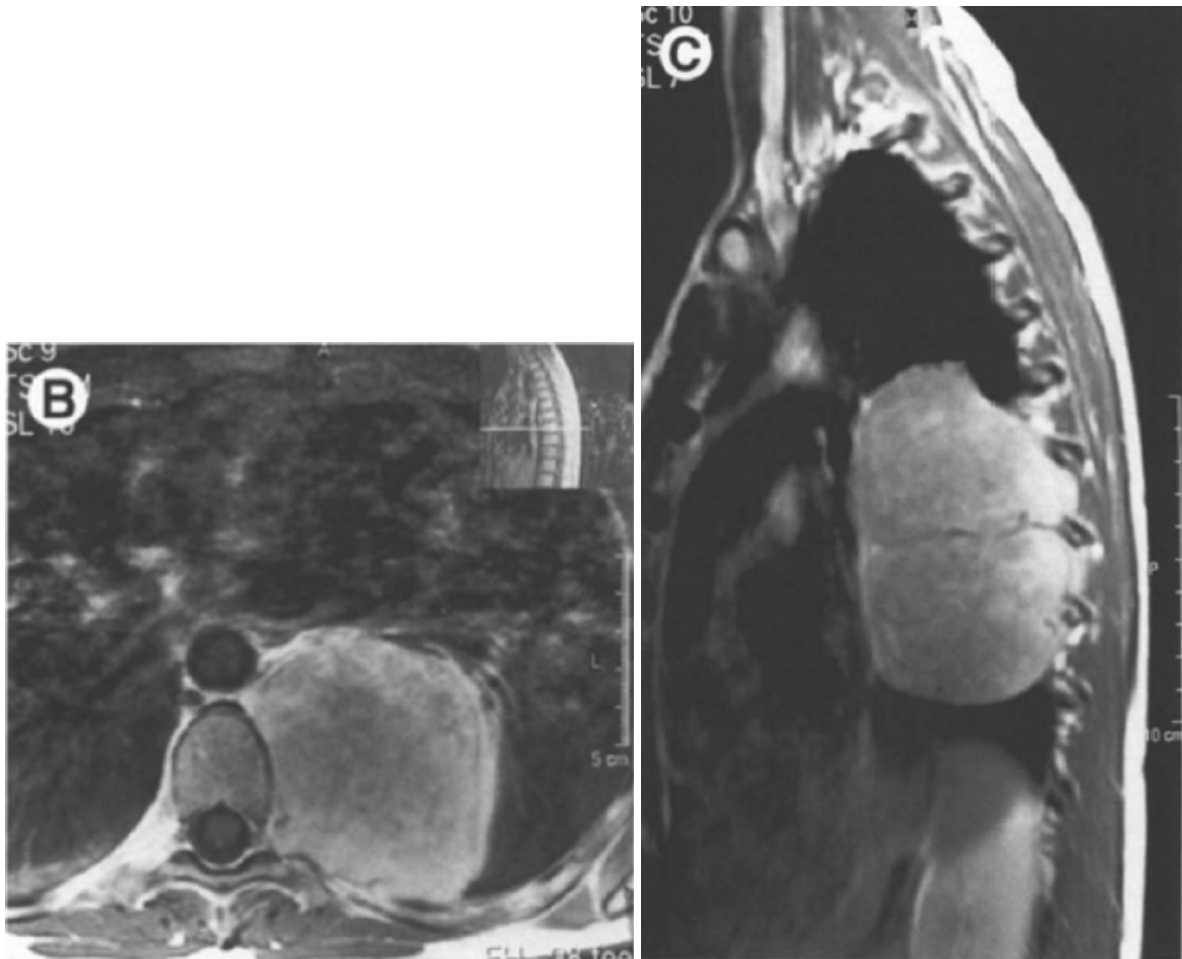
IRM montrant un grand neurofibrom avec élargissement, mais aucune invasion, dans le foramen neural.[32].
